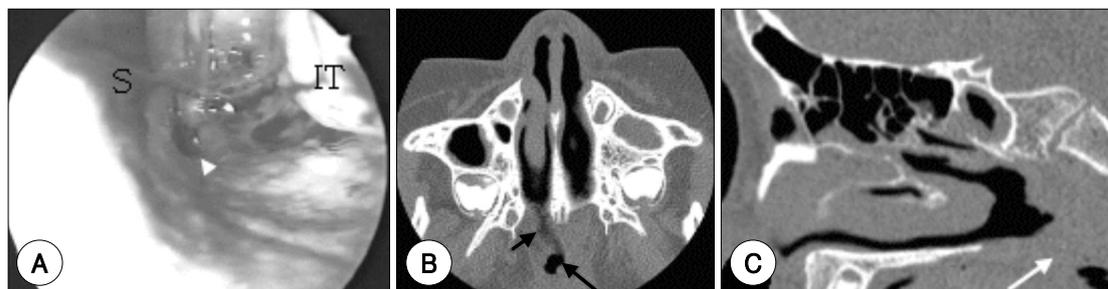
Preoperative endoscopic and paranasal CT findings. A : Endoscopic finding at left nasal cavity shows obliterating the nasopharynx due to circumferential scarring with a pinpoint perforation (arrow head). B : Axial CT shows severe stenosis of right choana (Black small arrow) and total obstruction of left choana with narrowing of nasopharyngeal airway (Black large arrow) C : Sagittal CT image shows obstruction of posterior choana area and soft palate fused with the posterior and lateral pharyngeal wall (white arrow). IT : inferior turbinate, S : nasal septum.
